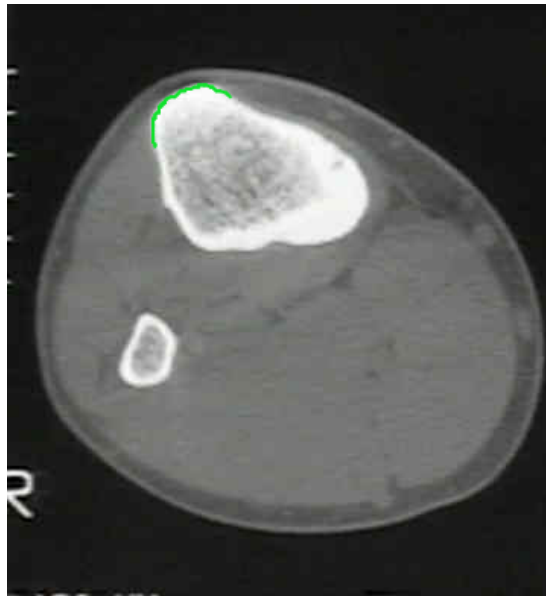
Imagen obtenida a través de una prueba TAC en una rodilla a la altura de la tibia, en la que ha sido coloreada la región de la TAT en verde.
